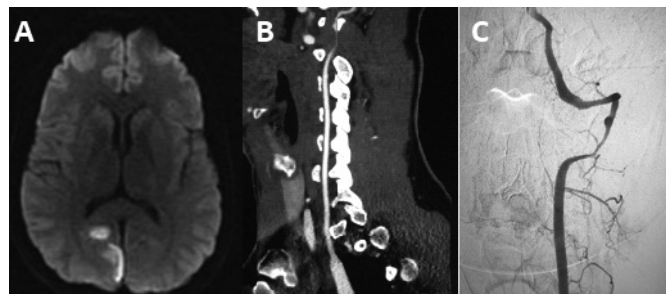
A. Imagem de RM de encéfalo, corte axial, sequência ponderada em difusão, em que foi evidenciado restrição da difusão em região parieto-occipital direita. B. Angio-TC cervical com estreitamento do lúmen da artéria vertebral esquerda, com dissecação no segmento V2 e sinais de suboclusão. C. Arteriografia que confirma o achado de dissecação da artéria vertebral esquerda.
